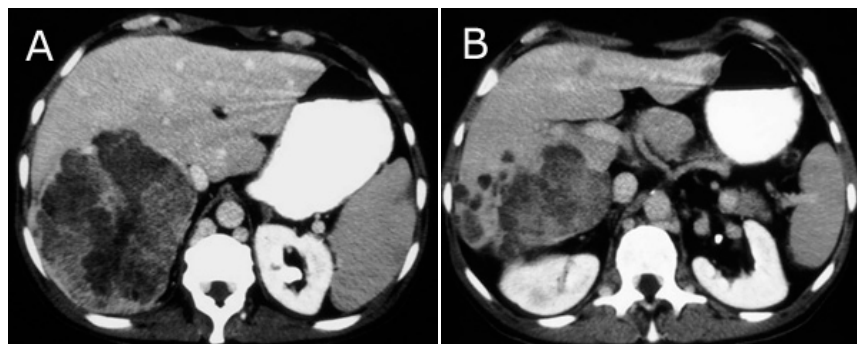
A y B- TAC: Cáncer hepatocelular, con áreas hipodensas por metamorfosis grasa, encapsulado, con nódulos satélites y metástasis en el LI.
